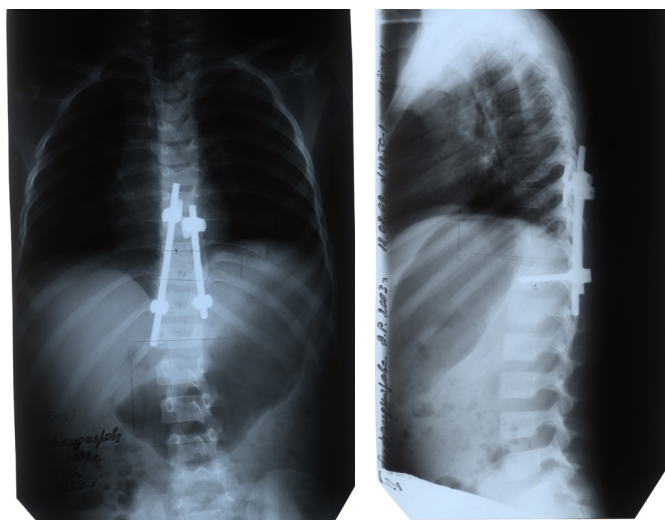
Рентгенограммы пациентки М. 2 года 7 месяцев. Врожденный кифосколиоз на фоне заднебокового полупозвонка Th12 (D).
